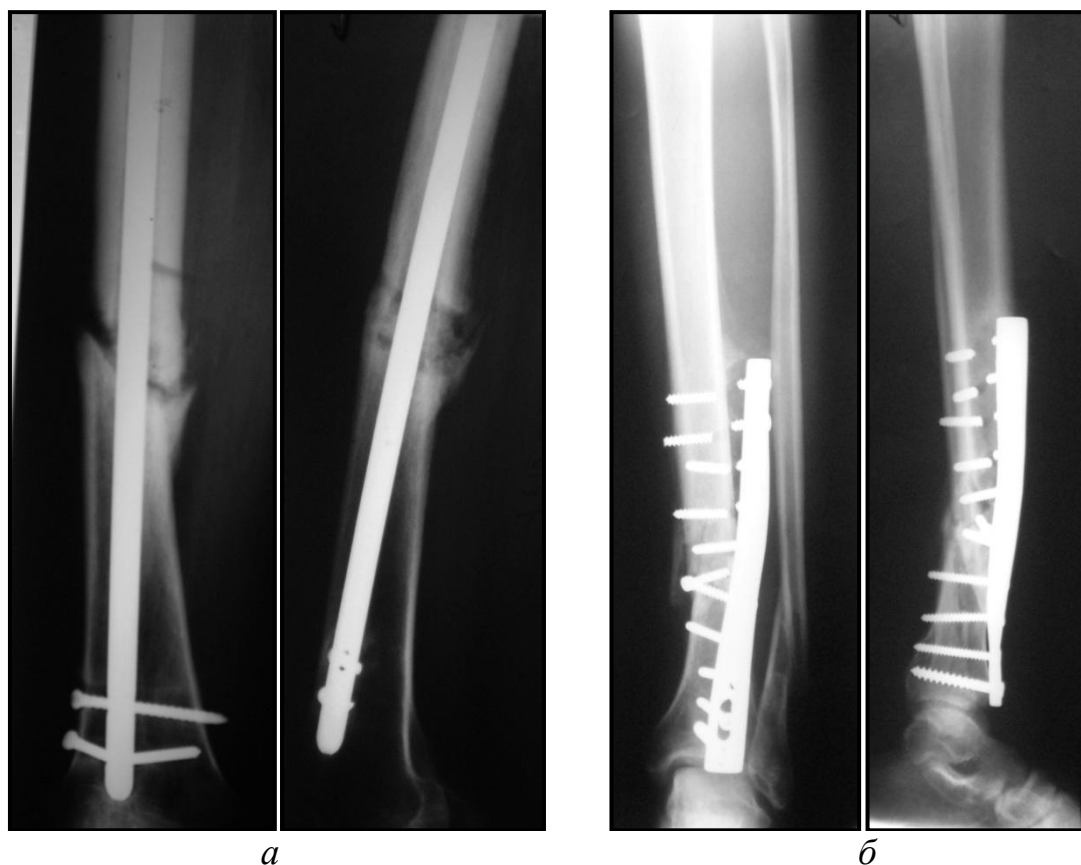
Рентгенограммы пациентов с гипотрофическими ложными суставами.
